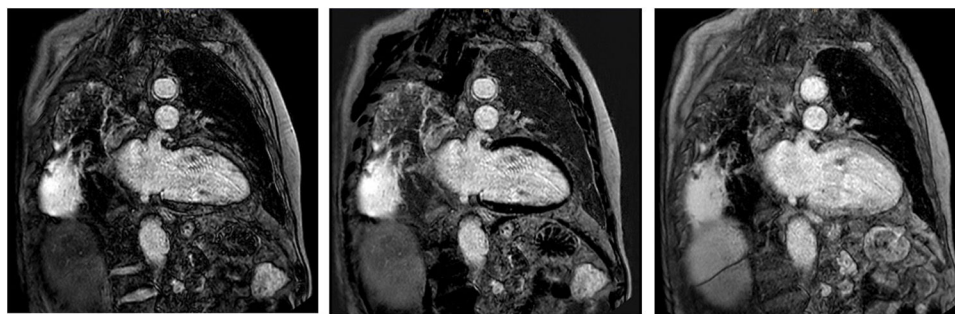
Resonancia magnética cardiaca. Proyecciones en eje largo de estudio funcional.
